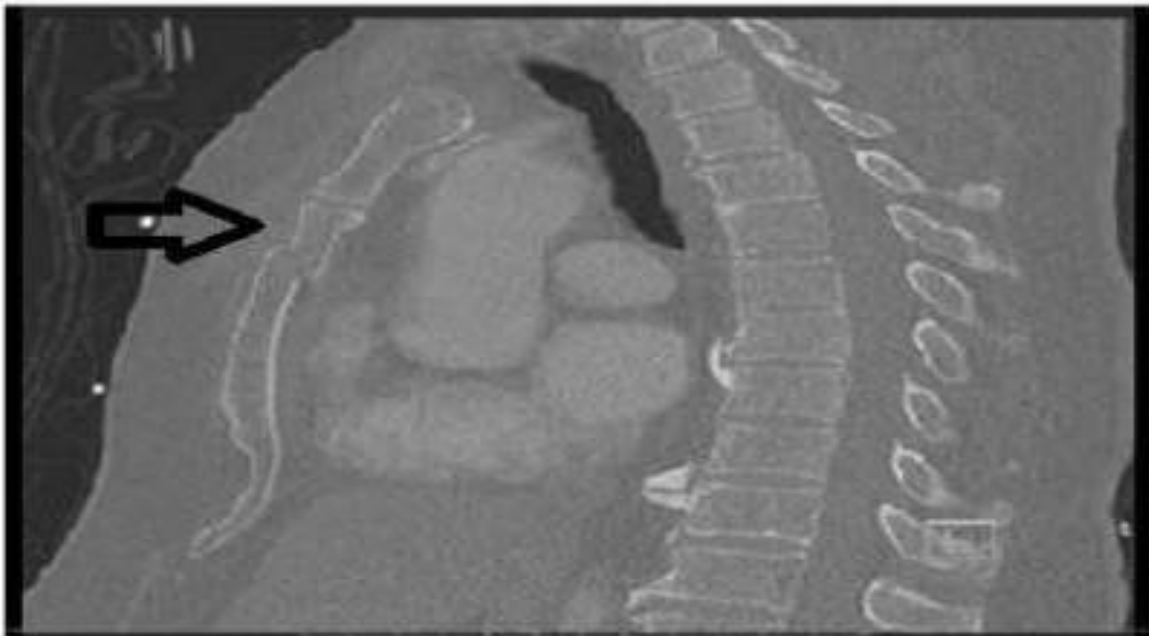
TDM thoracique, reconstruction sagittale fenêtre osseuse montrant une fracture du corps du sternum → [24].
